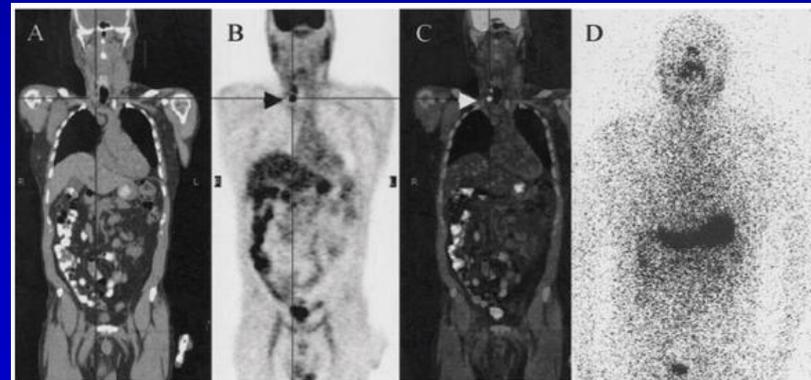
Paciente nº 3: Paciente masculino de 67 anos com carcinoma papilífero da tireóide. Cortes coronais da CT (A), PET com FDG-¹⁸F (B) e imagem de fusão PET-CT (C) revelam duas áreas metabolicamente ativas no leito tireoidiano à direita (seta). PCI é negativa (D).
